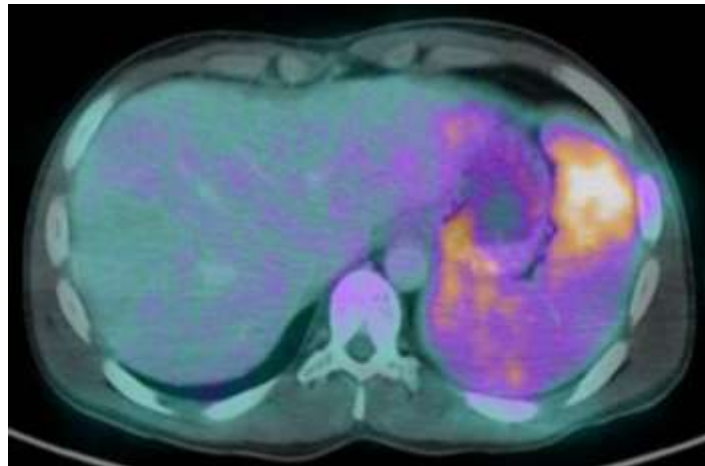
Image PET/CT chez un patient avec EI montrant un embole splénique (95).
